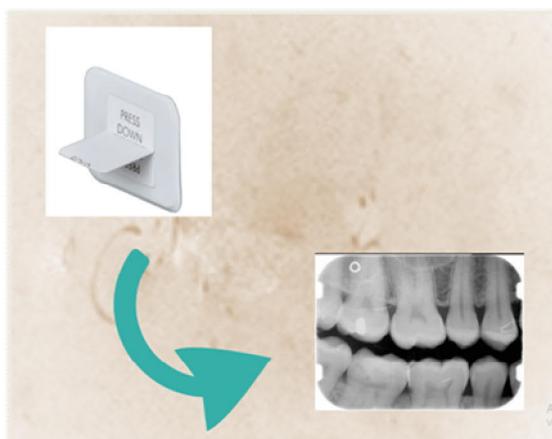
Radiografía bitewing o de aleta de mordida
